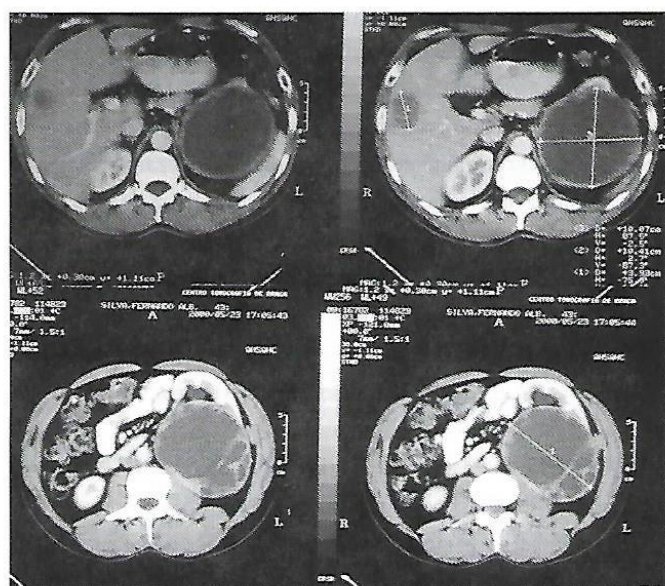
TAC ABDOMINAL – QUISTO COMPLEXO NA FACE POSTERIOR DO RIM ESQUERDO E NÓDULO HEPÁTICO INTERPRETADO COMO HEMANGIOMA.
